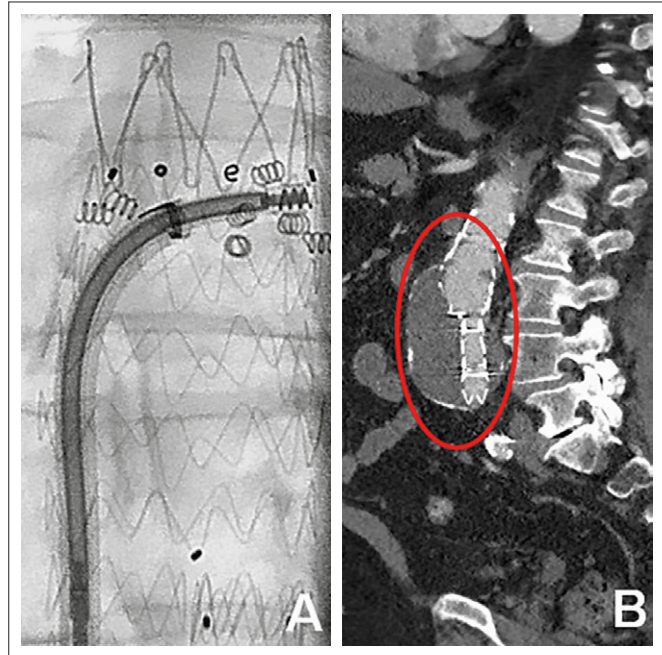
Rezidiveingriff bei Endoleak Typ Ia. (A): Angiographische Darstellung (LAO 7°, CRAN 3°) der Fixierung und Abdichtung der Prothese durch Implantation von 9 EndoAnchor; (B): CT-Angiographie (sagittale Rekonstruktion) nach Sekundärprozedur, kein Nachweis eines Endoleaks Typ Ia.
